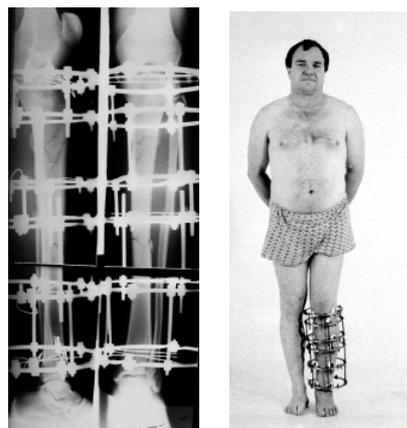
Рентгенограммы костей левой голени и внешний вид того же больного после закрытого остеосинтеза.
